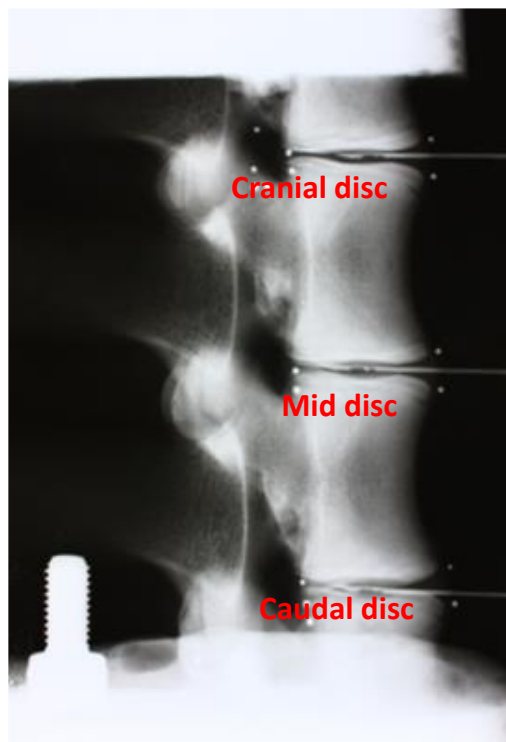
利用 X-ray 檢測針型感測器安置位置及計算椎間盤高度
